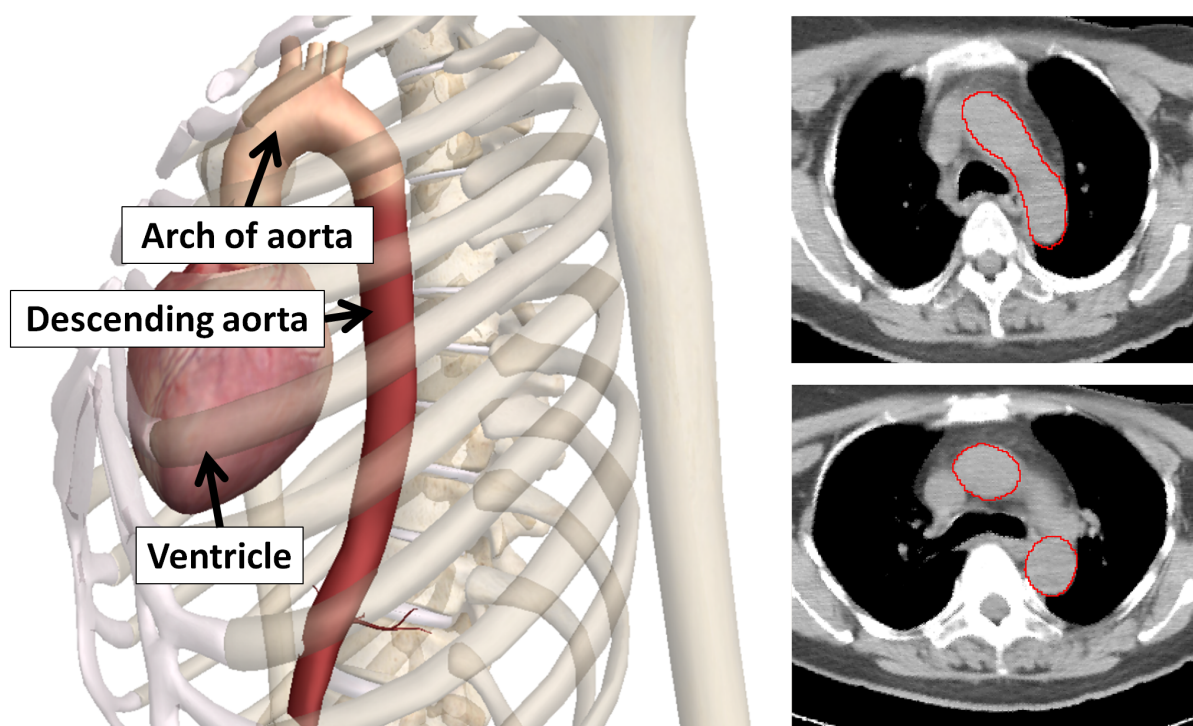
大動脈弓 (arch of aorta) の体内での位置と画像上での見え方の例．左：体内での位置．大動脈弓は左心室 (left ventricle) から上行大動脈 (ascending aorta) から下行大動脈 (descending aorta) に移行する際の弓なり弯曲する部位のことを指す．右：CT 画像上での大動脈弓．赤線が囲まれた領域が大動脈弓を表す．
